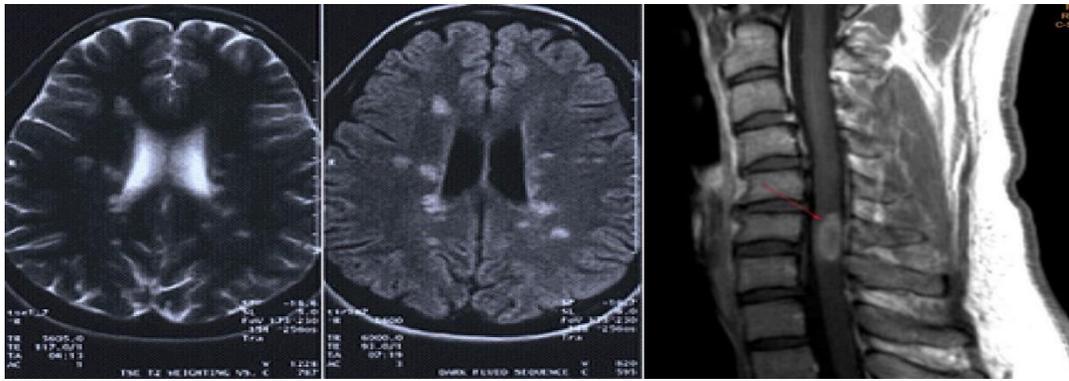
Imágenes de la RM donde se aprecian áreas de desmielinización.
